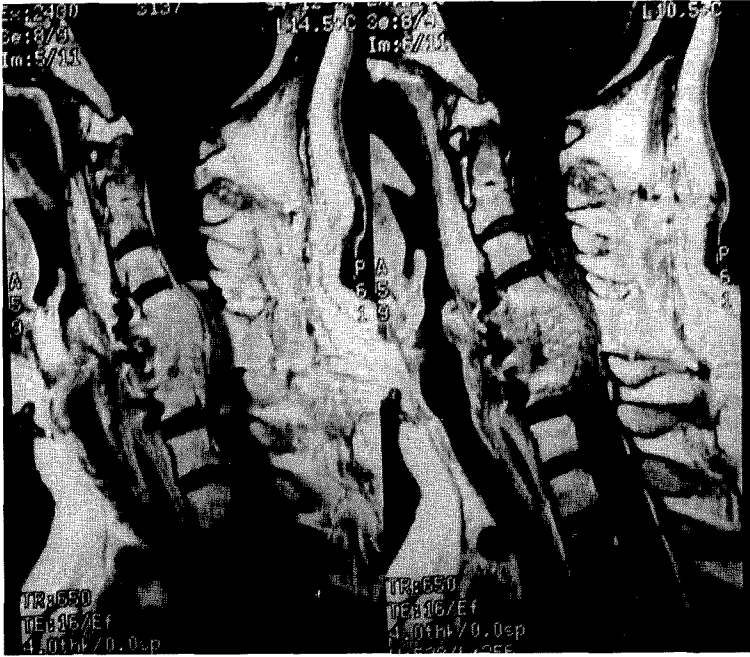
(case 2). MR images show intermediate to high signal intensity of mass on the C4,5,6 area with mass expansion into vertebral canal and signal change of spinal cord on T1 weighted sagittal image.
